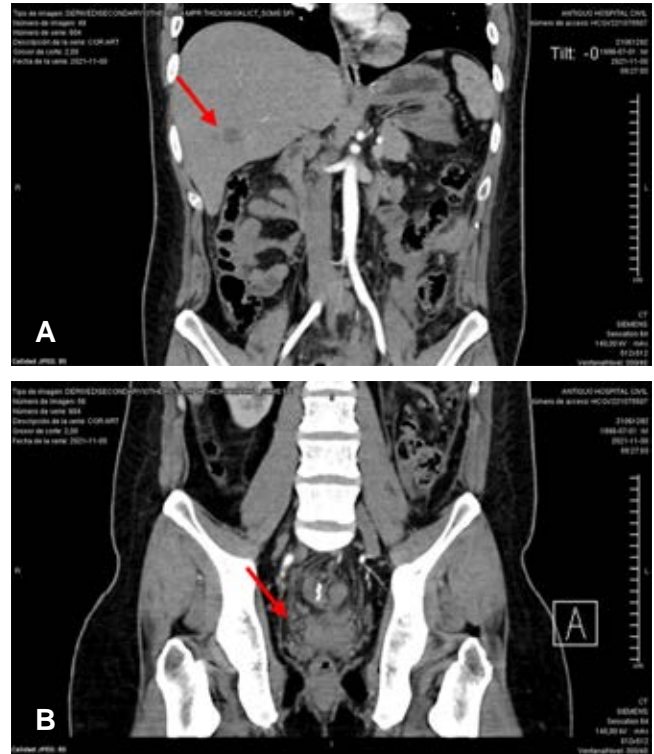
Corte coronal de tomografía axial computarizada abdominopélvica. A) Lesión metastásica hepática. B) Tumor de recto infiltrante.
